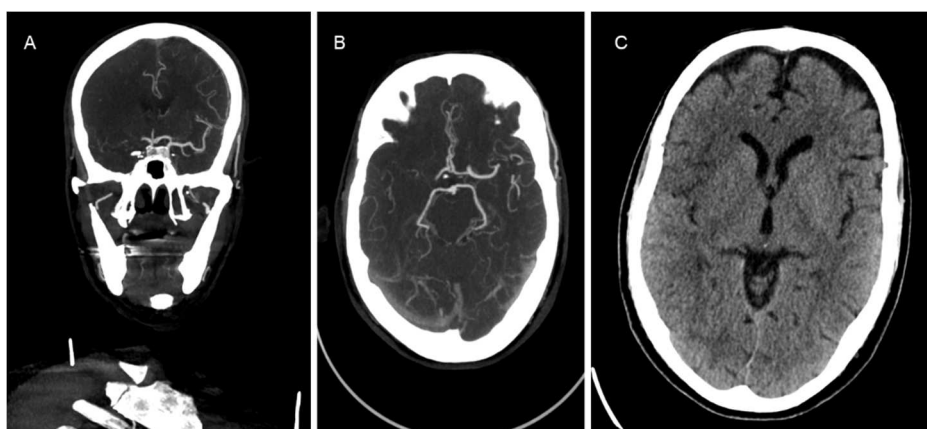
A. Angio-TC com oclusão do topo da ACI e ACM direitas - corte coronal. B. Angio-TC com oclusão do topo da ACI e ACM direitas - corte axial. C. TC-CE com sinais precoces de isquemia do parênquima cerebral.
